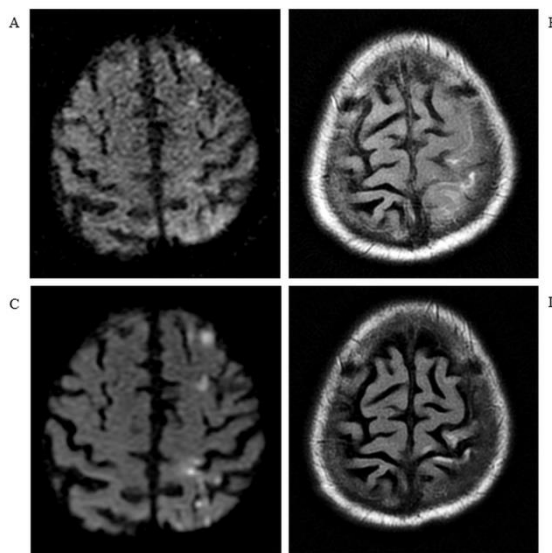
Sixty-eight years old male patient for whom stent placement procedure was conducted in left ICA 20 hours after MRA and a few hours lasting encephalopathy lesions were developed. Hyperacute ischemic lesions in left DWI watershed areas at three hours after stent placement. B) Hyperintensity in left SAS in FLAIR MRI on convexity plane three hours after stent placement. C) Ischemic lesions during subacute process in watershed area in DWI at the fourth day. D) Hyperintensity loss in SAS in FLAIR MRI at the fourth day.
